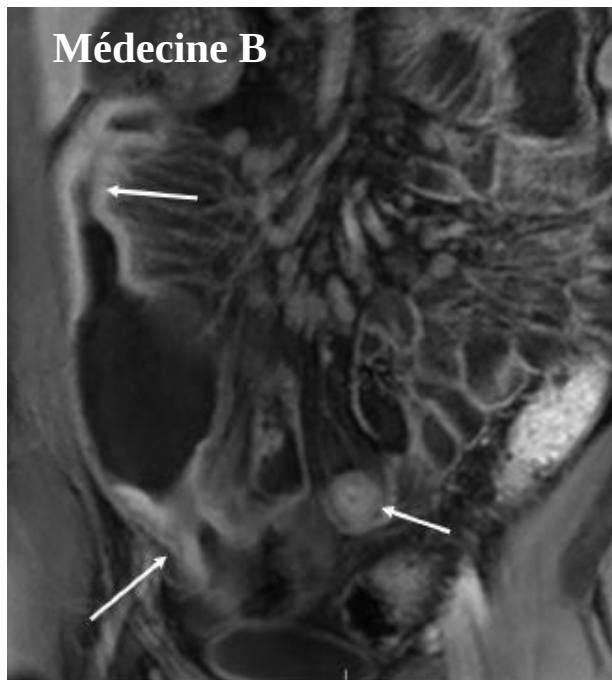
Séquence d'entéro-IRM montrant une atteinte multifocale de l'iléon avec sténoses et dilatations pré-sténotiques entre les atteintes successives
